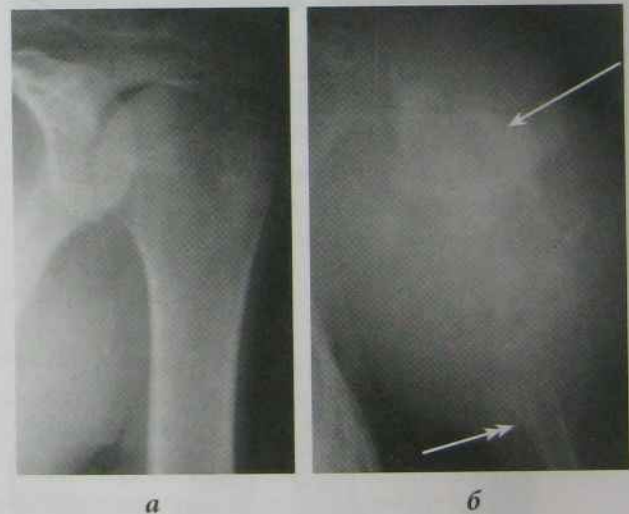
Рентгенограми верхньої третини лівої плечової кістки:
